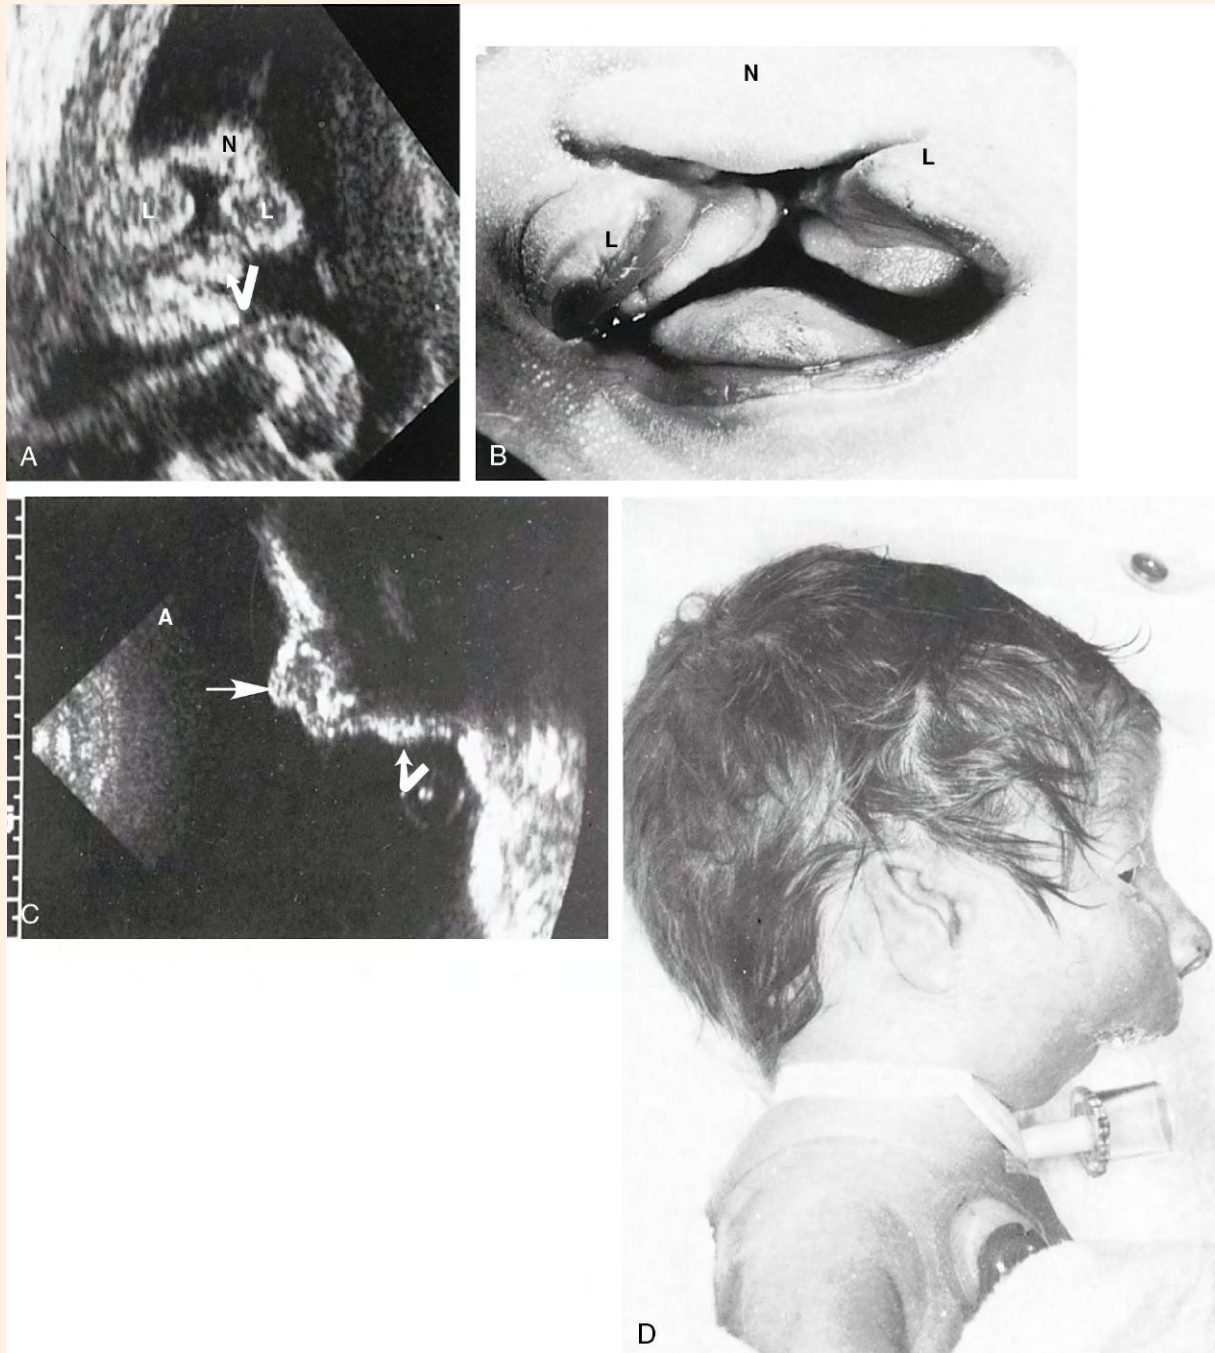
A, Imagen ecográfica de un feto con trisomía 13, paladar hendido y labio leporino (L). La *flecha curva* indica la lengua. N, nariz. B, Fotografía posnatal que confirma el diagnóstico. L, labio; N, nariz. C, Imagen ecográfica de un perfil facial que muestra una notable micrognatia (*flecha curva*). La *flecha recta* indica la nariz. A, anterior. D, Fotografía posnatal que confirma el diagnóstico. (A y B, De Nyberg D, Mahony B, Pretorius D: Diagnostic ultrasound of fetal anomalies, St. Louis, 1990, Mosby; C y D, de Benson CB y cols.: J Ultrasound Med 7:163-167, 1988.)
